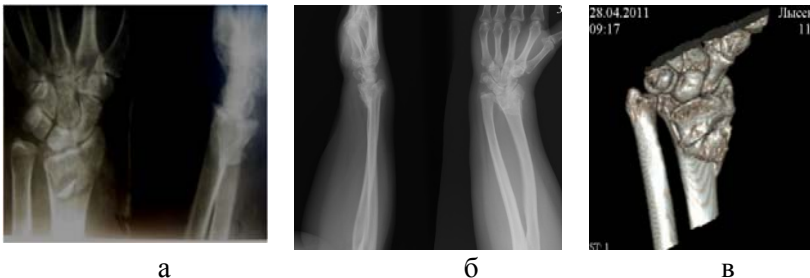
Рентгенограммы пациентки Г. до (а) и после лечения (б), компьютерная томограмма после лечения (в)
